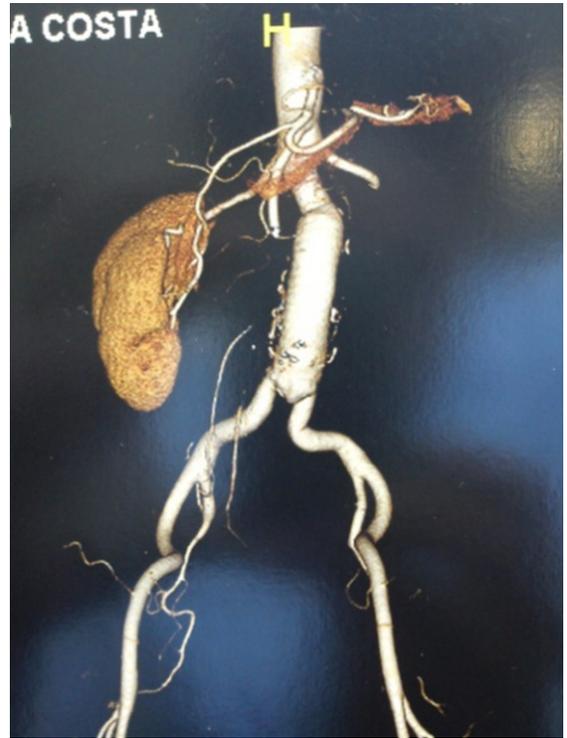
Angiotomografia - prótese de Dácron com anastomose aorto-aórtica infrarrenal sem pseudoaneurisma - perceber presença de colo infrarrenal.
